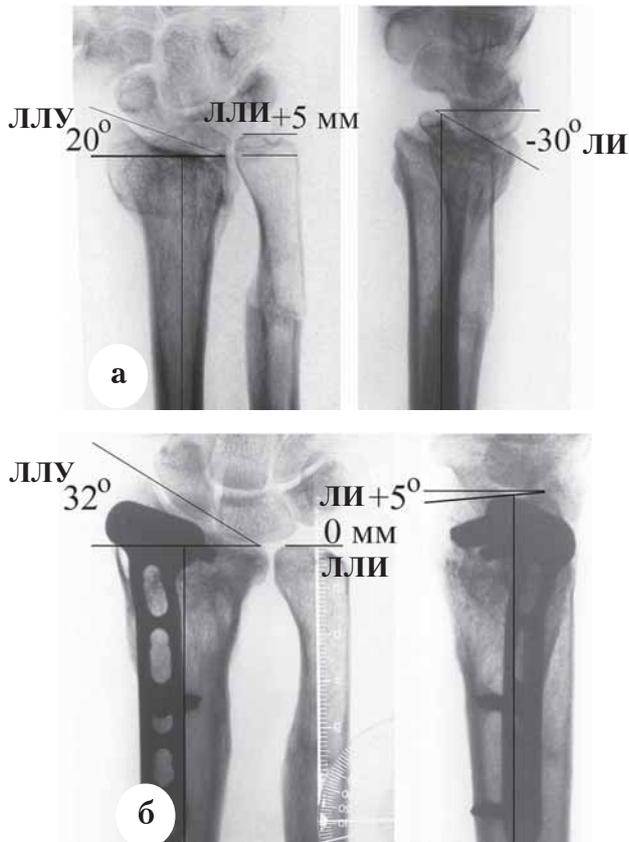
Рентгенограммы кистевого сустава больного В., 18 лет: а – до операции; б – через 1 год после операции
